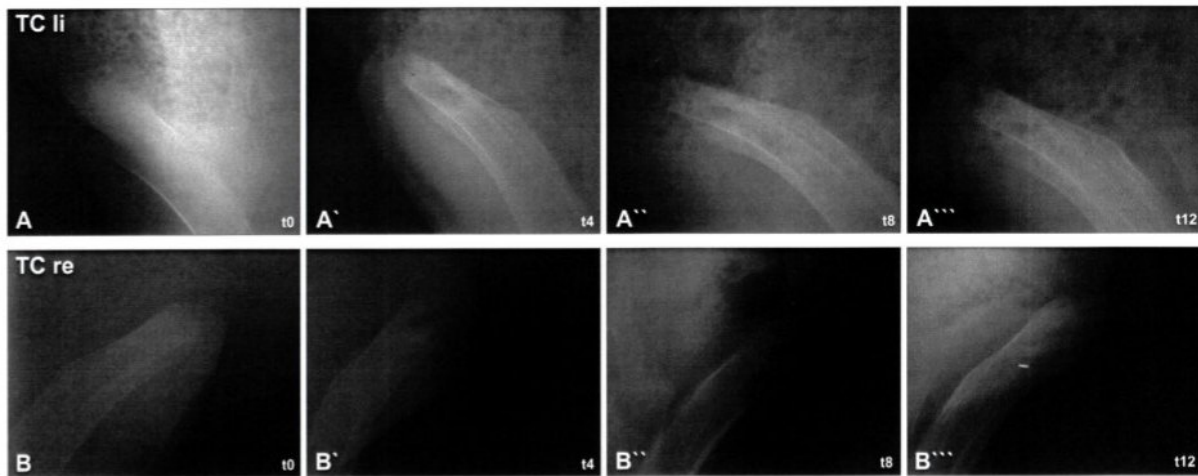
Röntgenologische Befunde Tier 91709. (A bis A'''): Tuber coxae links (TC li), (B bis B'''): Tuber coxae rechts (TC re). [t (Zeit) in Wochen]. TC li: unbesiedelter Prüfgegenstand; TC re: besiedelter Prüfgegenstand (Quelle: Freytox GmbH).
